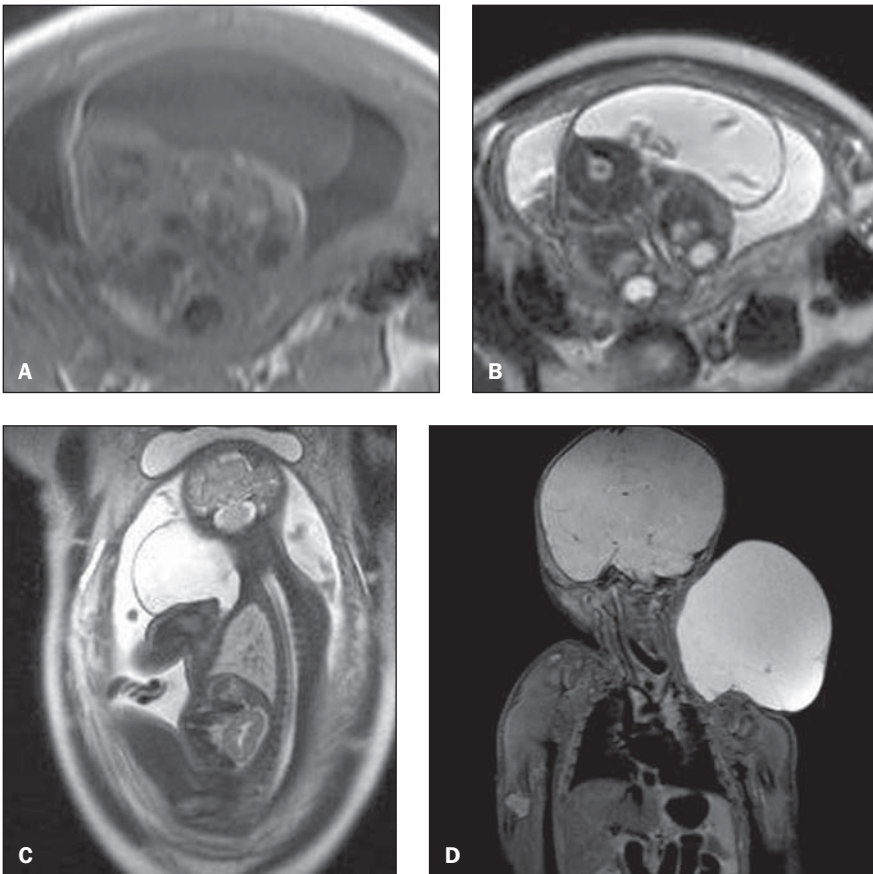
Achados de RM dos higromas císticos. Em A (feto 2), axial T1 mostrando a lesão cervical heterogênea com sinal predominantemente hipointenso. Em B, axial T2 no mesmo plano mostrando lesão de conteúdo cístico (hiperintenso) com septos no interior. Em C (feto 3), parassagittal T2 mostrando lesão hiperintensa com septos no interior. Em D, RM pós-natal, coronal T2 (feto 3) confirmando os achados previamente descritos.
